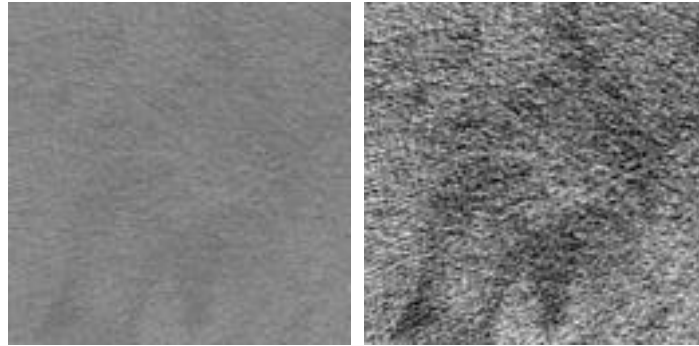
肝癌的 CT 影像表现。(a) 原始图，(b) 增强图。
